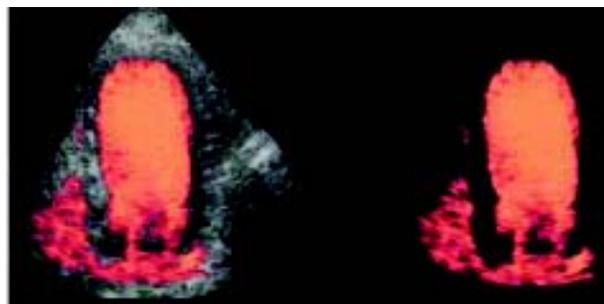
Ecocardiografía de contraste.
